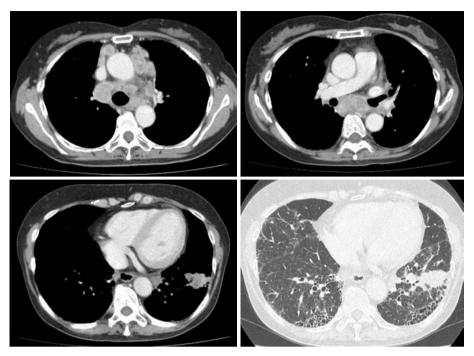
Chest CT scan in October 2009 showing a nodule in the left S⁸–S⁹ area, swollen hilar and mediastinal lymph nodes, and a reticular shadow in the subpleural region.
